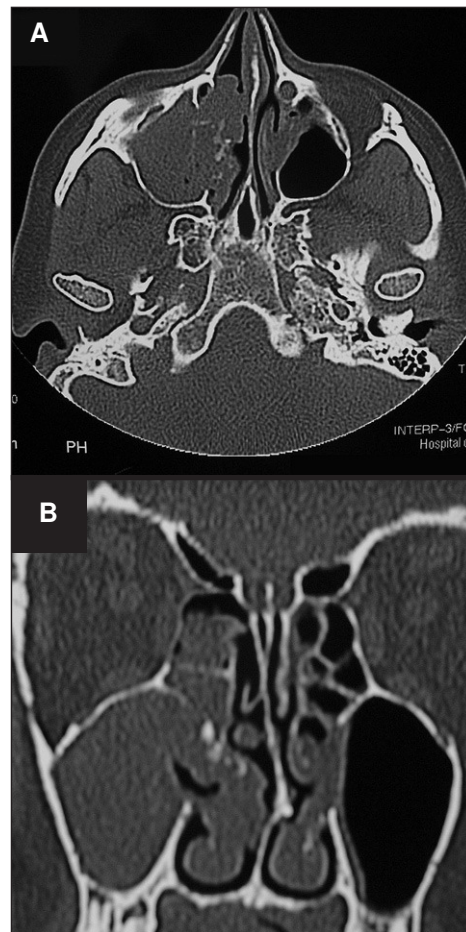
Tomografía computarizada de los senos paranasales. A: corte axial. B: reconstrucción coronal.
